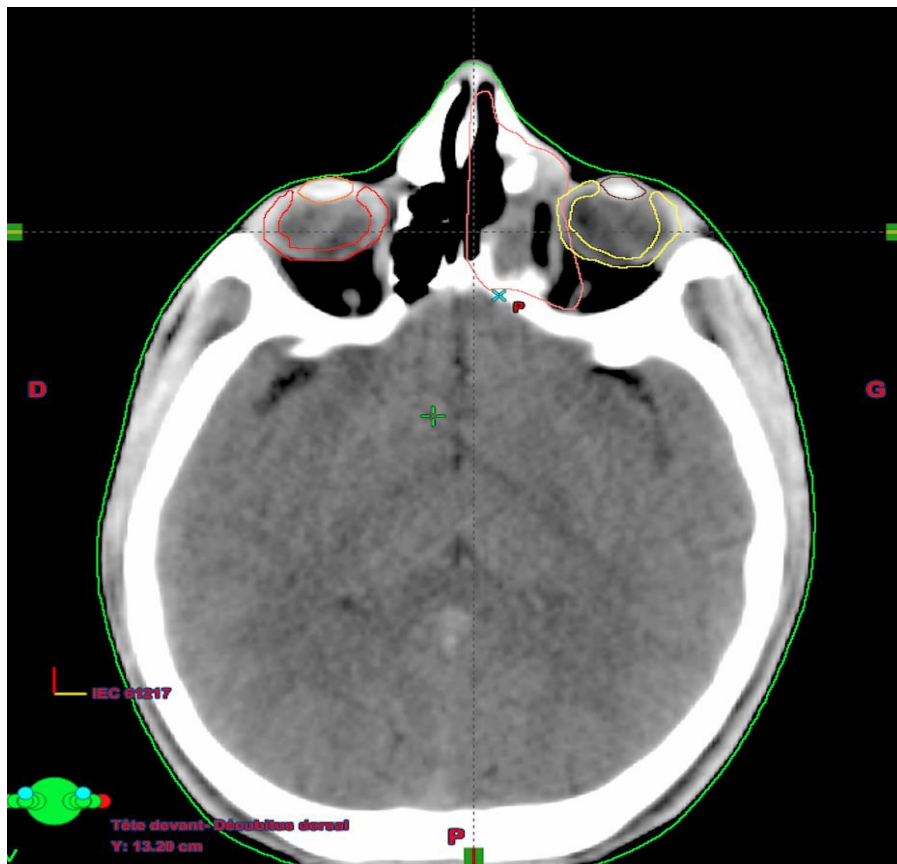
Image du service de radiothérapie CHU HASSAN II de Fès: TDM dosimétrique du patient M.E, en rouge le CTV : le volume cible anatomo-clinique, en rose le tronc cérébral
